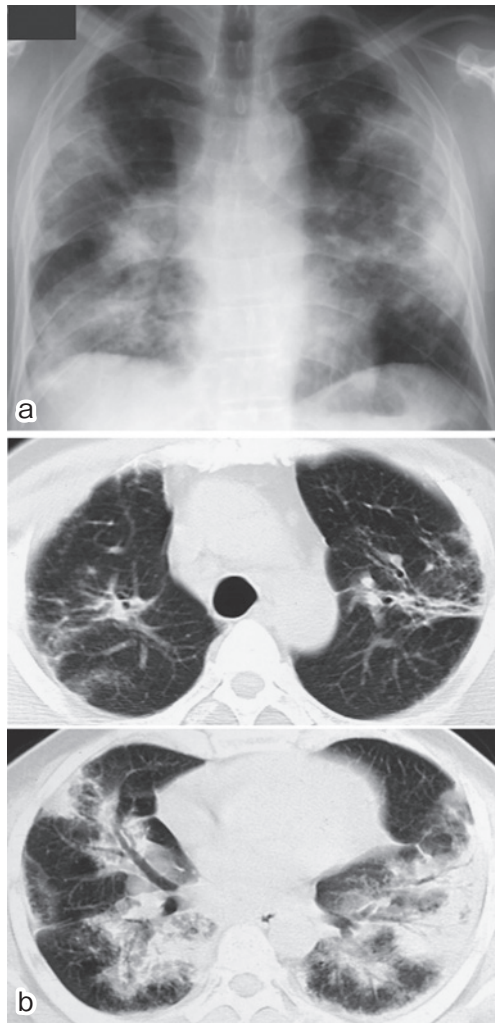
(a) A chest radiograph and (b) chest CT scan of case 1 show bilateral air space consolidation, thickening of the bronchovascular bundles, small nodules on the pulmonary arteries and pleura located in the middle and lower lung fields, with bilateral hilar lymph node enlargement.
